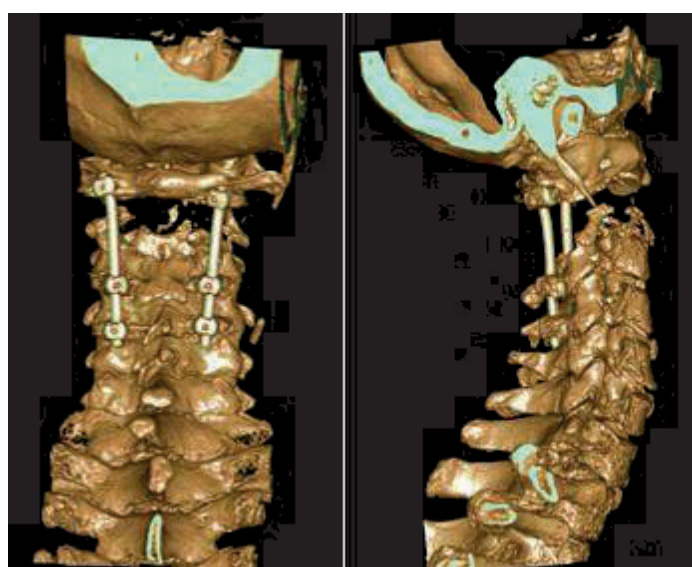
Послеоперационные КТ снимки (3D реконструкция)
